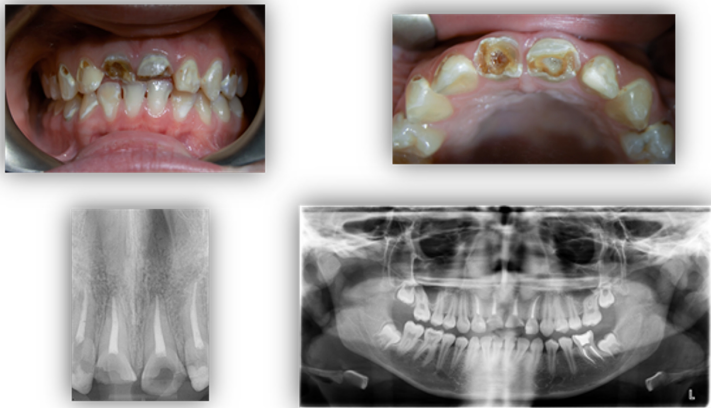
Pre-Treatment intraoral photos and periapical and panoramic radiographs
